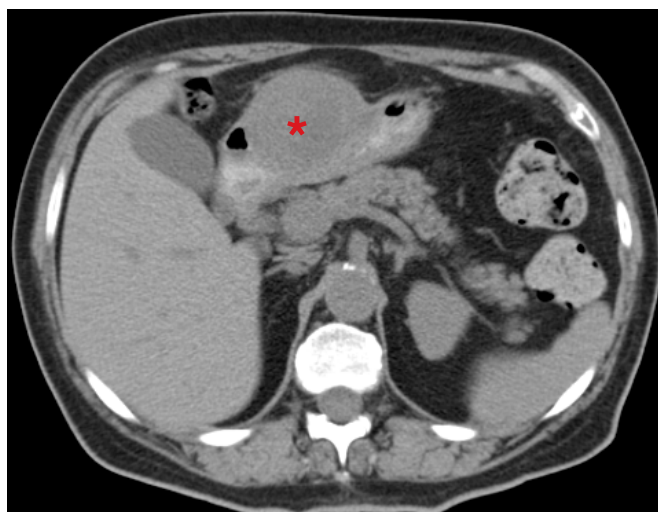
Tomografia computadorizada (TC) em corte transversal a revelar uma lesão ocupante de espaço sólida, heterogênea, na vertente anterior do corpo gástrico, sem infiltração da gordura adjacente.
